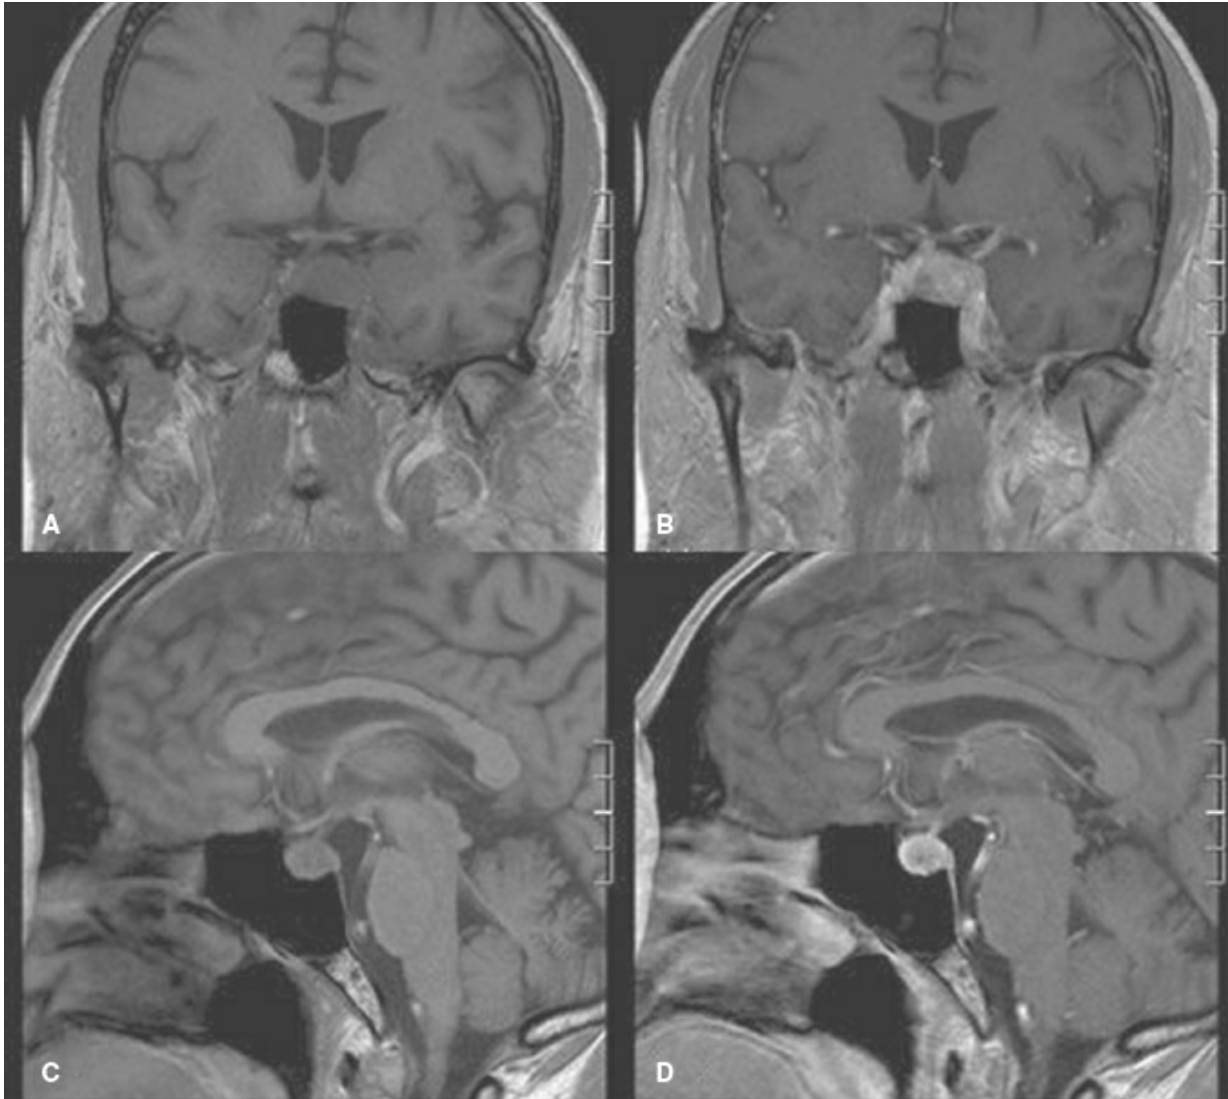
RMN. A: RMN coronal ponderada en T1 sin contraste. B: RMN coronal ponderada en T1 con contraste. C: RMN sagital ponderada en T1 sin contraste. D: RMN sagital ponderada en T1 con contraste.
